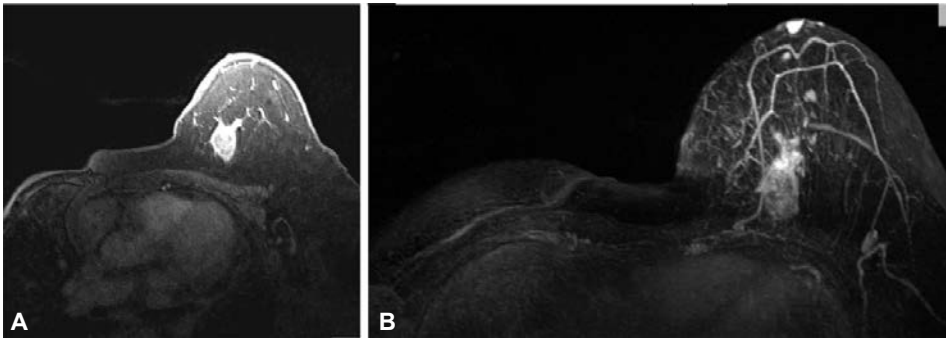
A) Imagen RM T1 con contraste de una paciente con antecedente de mastectomía radical derecha por CDI, con presencia de tumor izquierdo de 2.5×1.9 cm, 126 ppm, SBR 2. B) Imagen RM MIP con contraste de la misma paciente.
